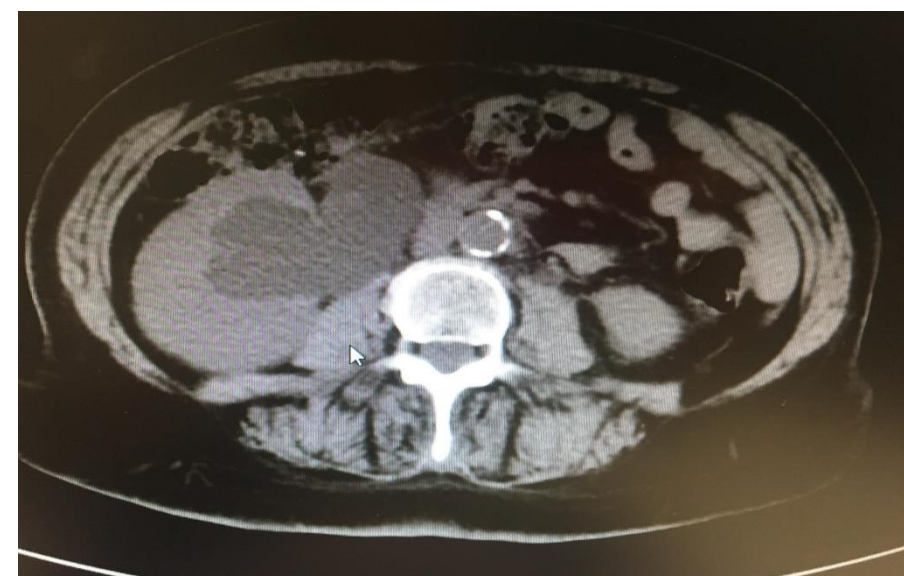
TAC hidronefrosis por compresión
